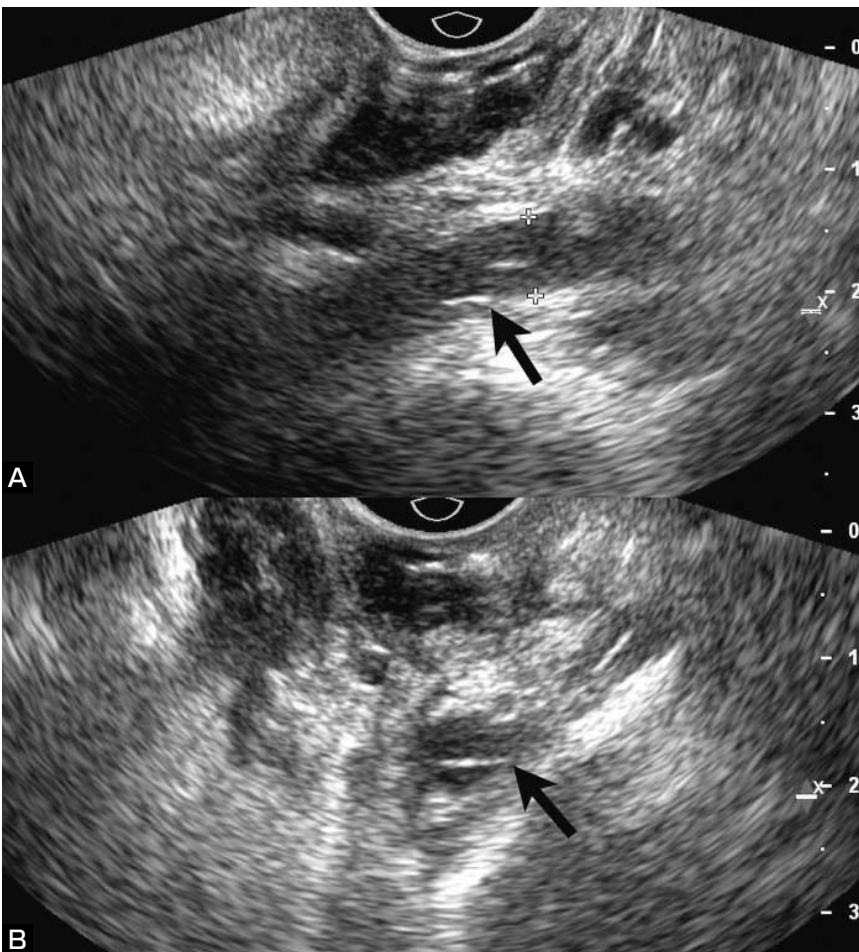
Transoral carotid ultrasonography images showing an intimal flap (arrows). (A: long-axis view, B: short-axis view)
